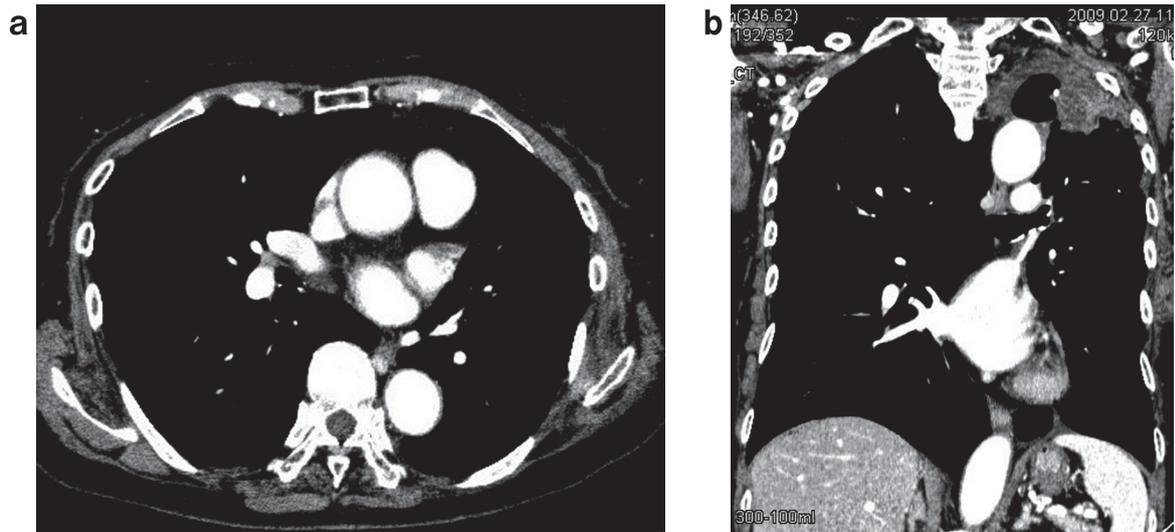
(a): 胸部造影 CT (抗凝固療法開始 2 週間), (b): 胸部造影 CT (抗凝固療法開始 2 週間).
